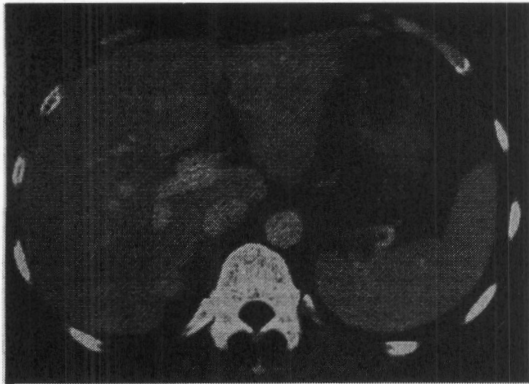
腹部CT：大腸は全体に壁肥厚を認めたが、巨大結腸はCT上では認められなかった。また軽度の脾腫を認めた。
